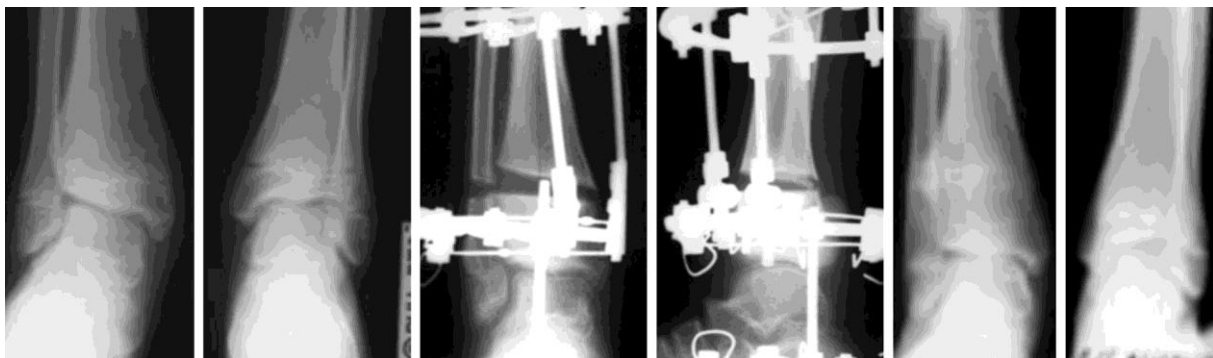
Рентгенограммы б-го Б. в возрасте 15 лет до коррекции деформации, в процессе коррекции и окончательный исход травмы
